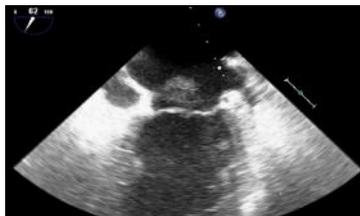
Ecocardiograma TE muestra la disección auricular izquierda con flatering que prolapsa por efecto Venturi de la AI a VI.
